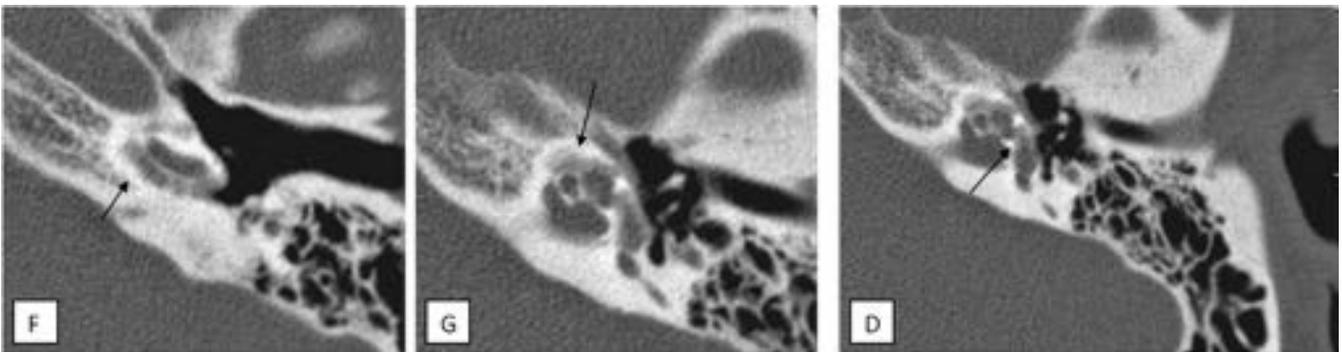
Imágenes F,G,H TC de peñascos corte axial: Otopospongiosis Retrofenestral: Flechas: Área hipodensa rodeando las espiras cocleares y foco otopospongiótico a nivel de la fisula antefenestram (H) en paciente varón de mediana edad con perdida hipoacusia marcada y clínica compatible con otosclerosis.
